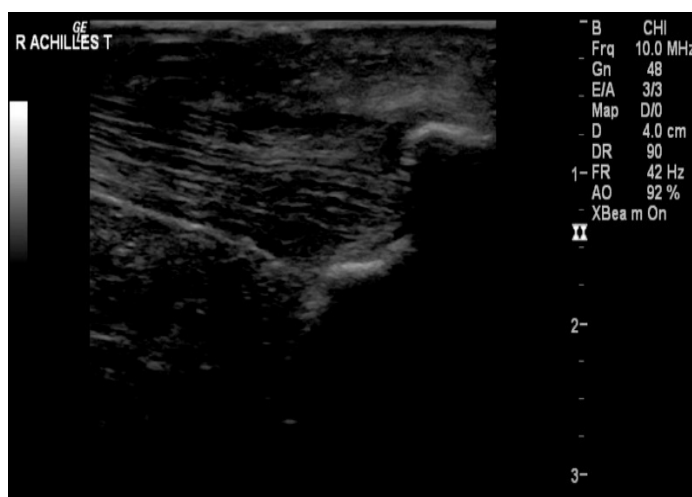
Результаты УЗИ мягких тканей задней поверхности голени
